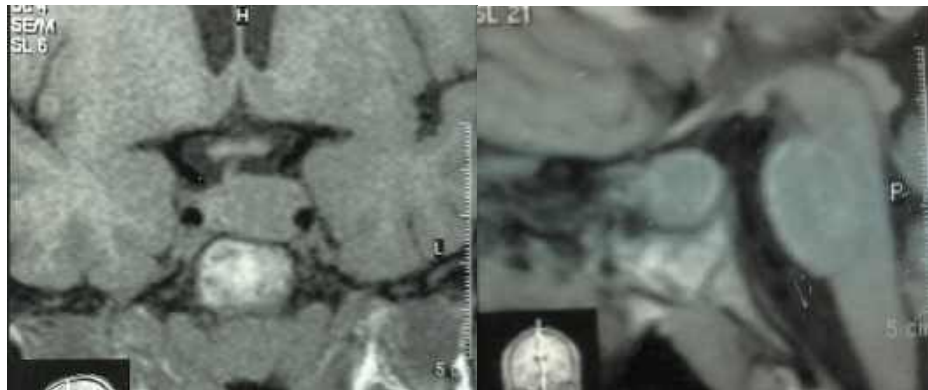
Спостереження №20. Хворий К-ць, 31 рік (історія хвороби №4511/2). МРТ до первинної трансфеноїдальної операції.
